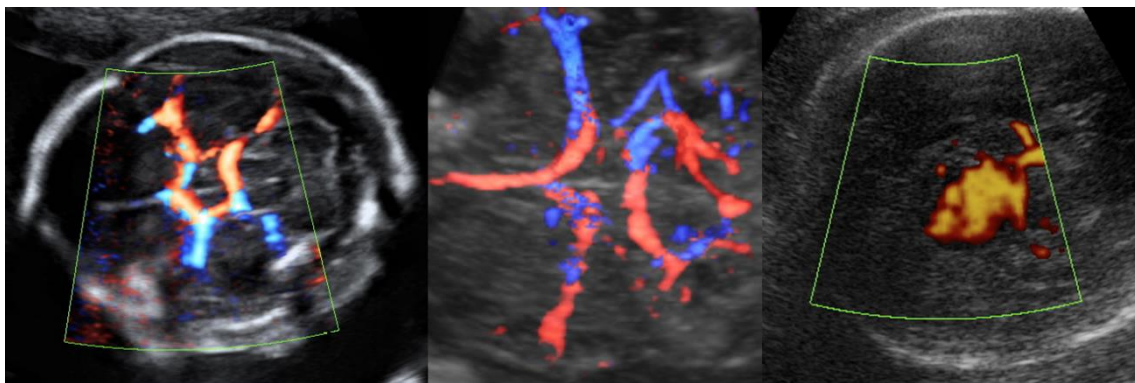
Circulación normal en el polígono de Willis con power-Doppler direccional en imagen izquierda (imagen 2D) e imagen patológica en corte axial con power-Doppler en un caso de aneurisma de la vena de Galeno. (Imagen derecha) Centro, polígono de Willis con glass-body reconstruido a partir de un volumen 3D. Fuentes: Izquierda y centro biblioteca de imágenes C. Gutenberg. Imagen derecha, Hospital Materno Infantil, Málaga.
